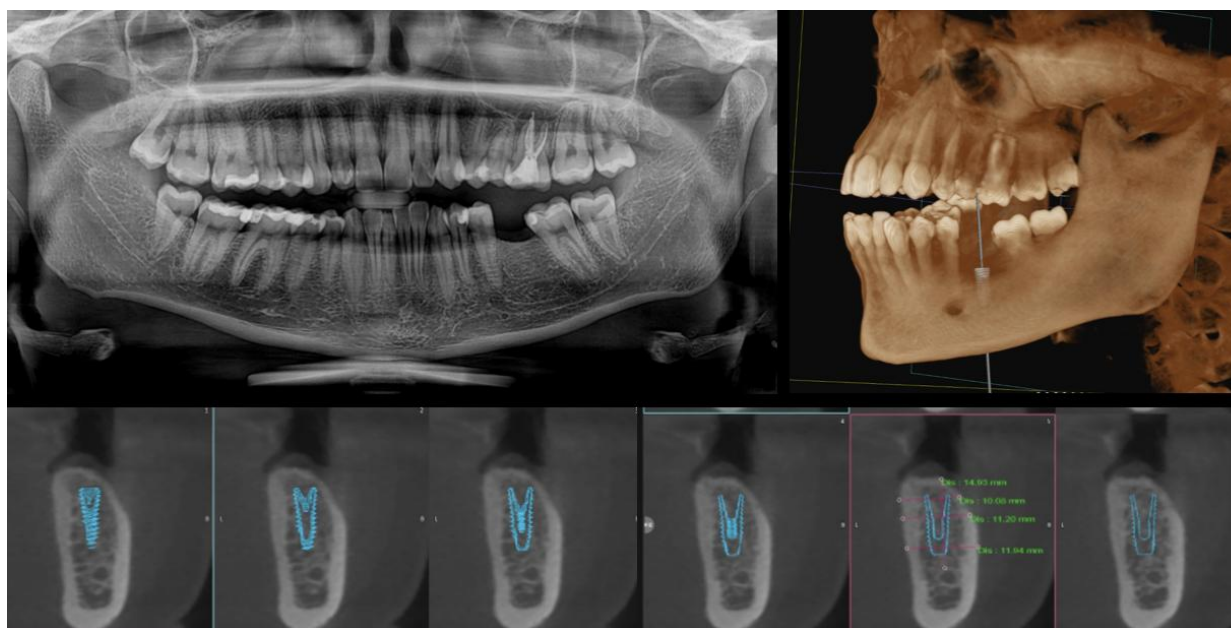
Exemplu de secțiune CBCT în plan sagital, coronal și axial, cu evaluarea ofertei osoase și a structurilor anatomice învecinate.
